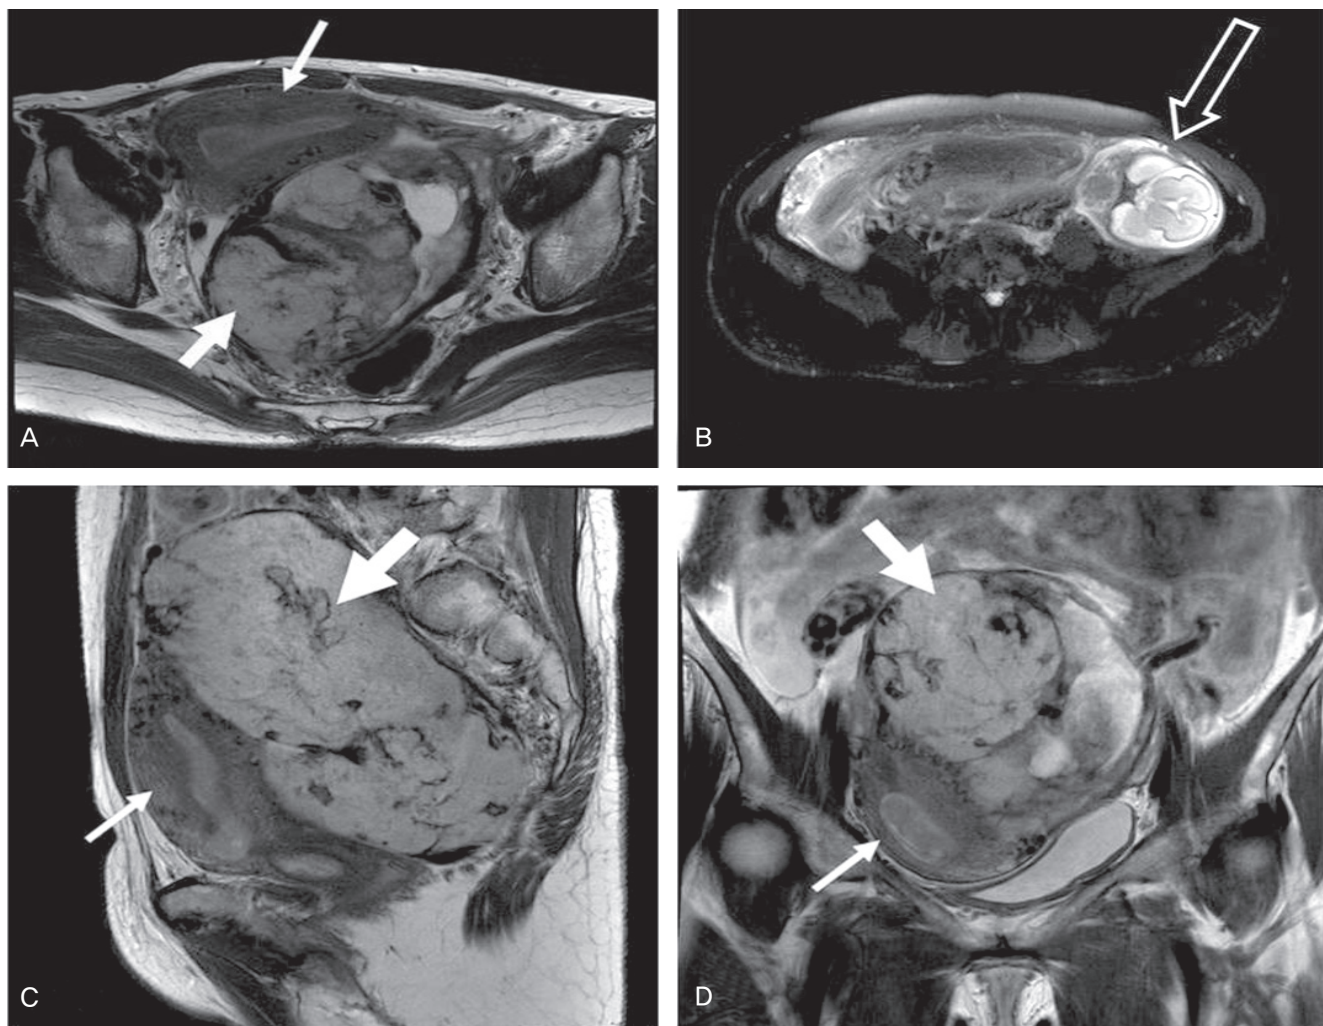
T2 weighted magnetic resonance imaging shows empty uterus (thin arrow), extrauterine placenta (thick arrow) and the fetus (black arrow). (A) and (B) Axial images. (C) Sagittal image. (D) Coronal image.
